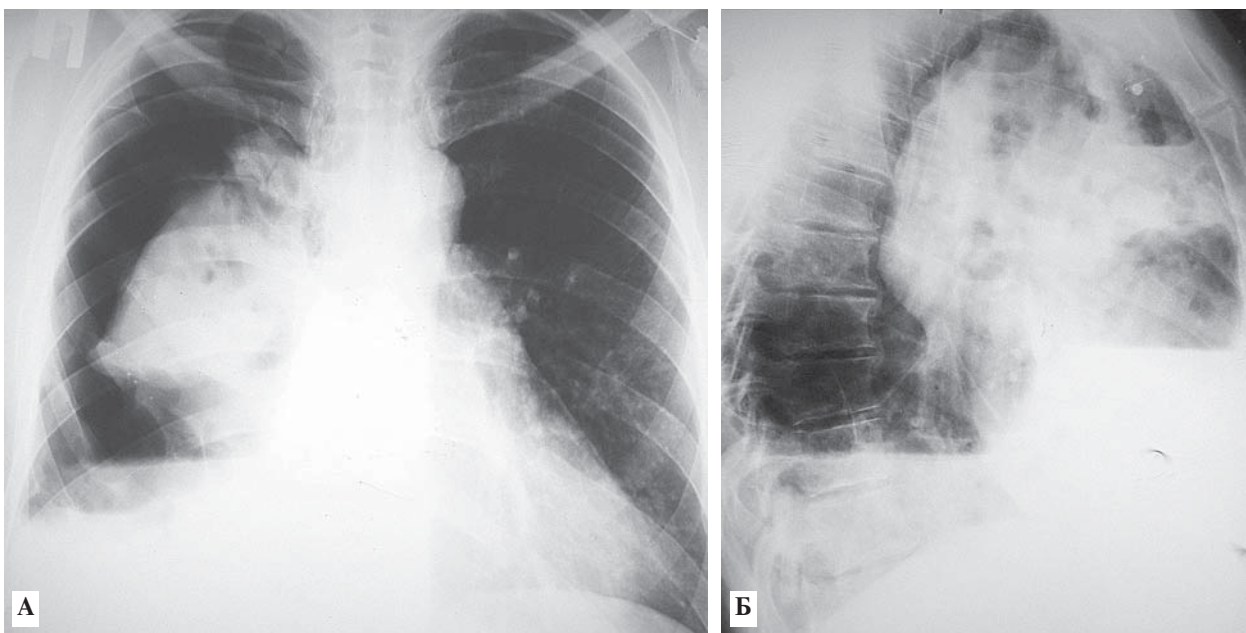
Рентгенография органов грудной клетки в прямой (А) и правой боковой (Б) проекциях: коллабированное правое легкое, гидроневмоторакс справа
